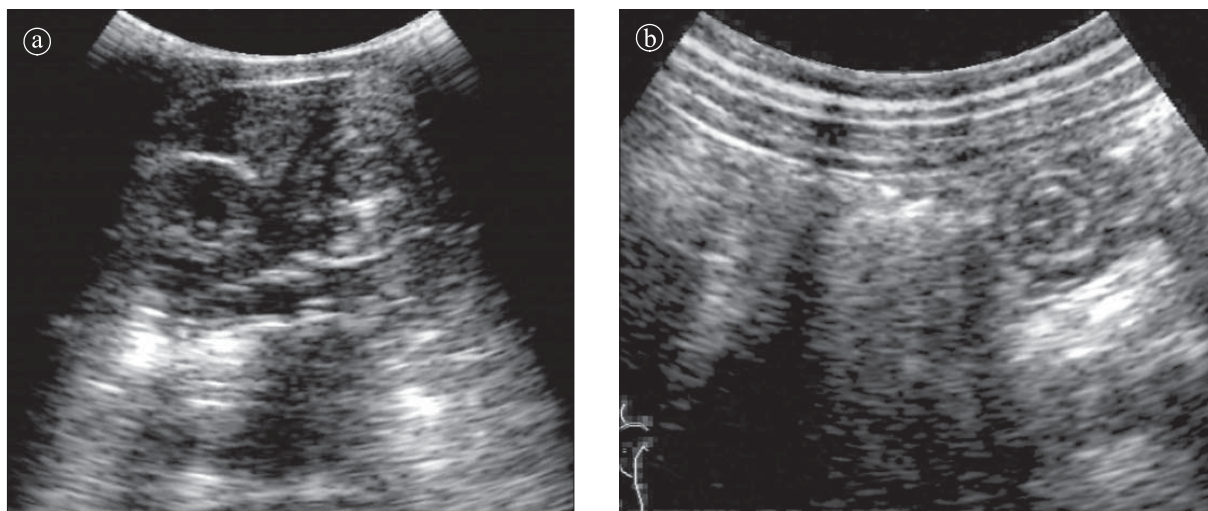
Invaginație intestin subțire. Ecografie.a), b). Aspect de inele concentrice.
